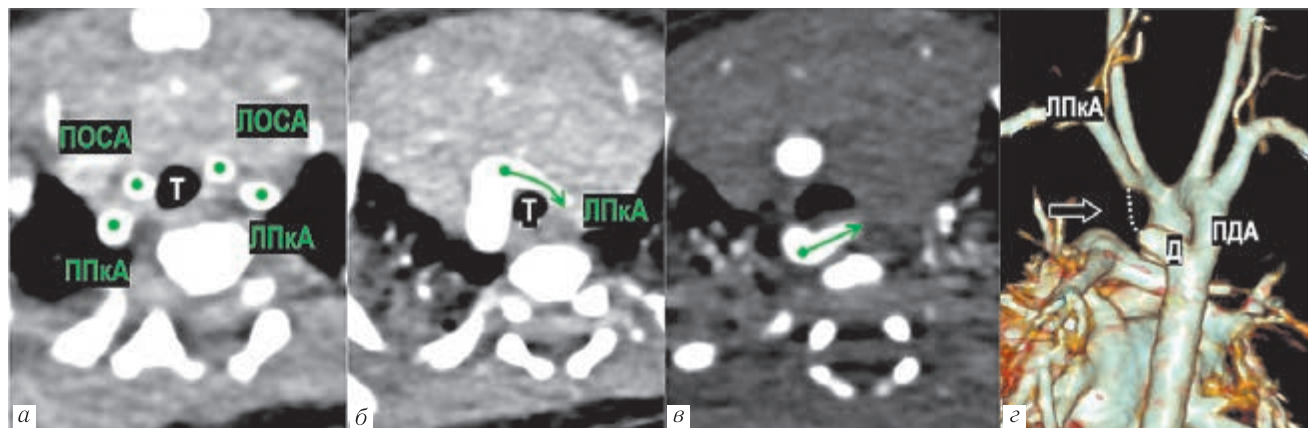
Мультиспиральная компьютерная томография сердца с внутривенным болюсным контрастированием новорожденного: *а* — признак четырех сосудов; *б* — задний ход первого брахиоцефального сосуда — левой дуги аорты (стрелка); *в* — дивертикул (стрелка); *г* — 3D-реконструкция, предполагаемый участок атрезии ЛДА (стрелка). ППКА — правая подключичная артерия; ЛПКА — левая подключичная артерия; ПОСА — правая общая сонная артерия; ЛОСА — левая общая сонная артерия
